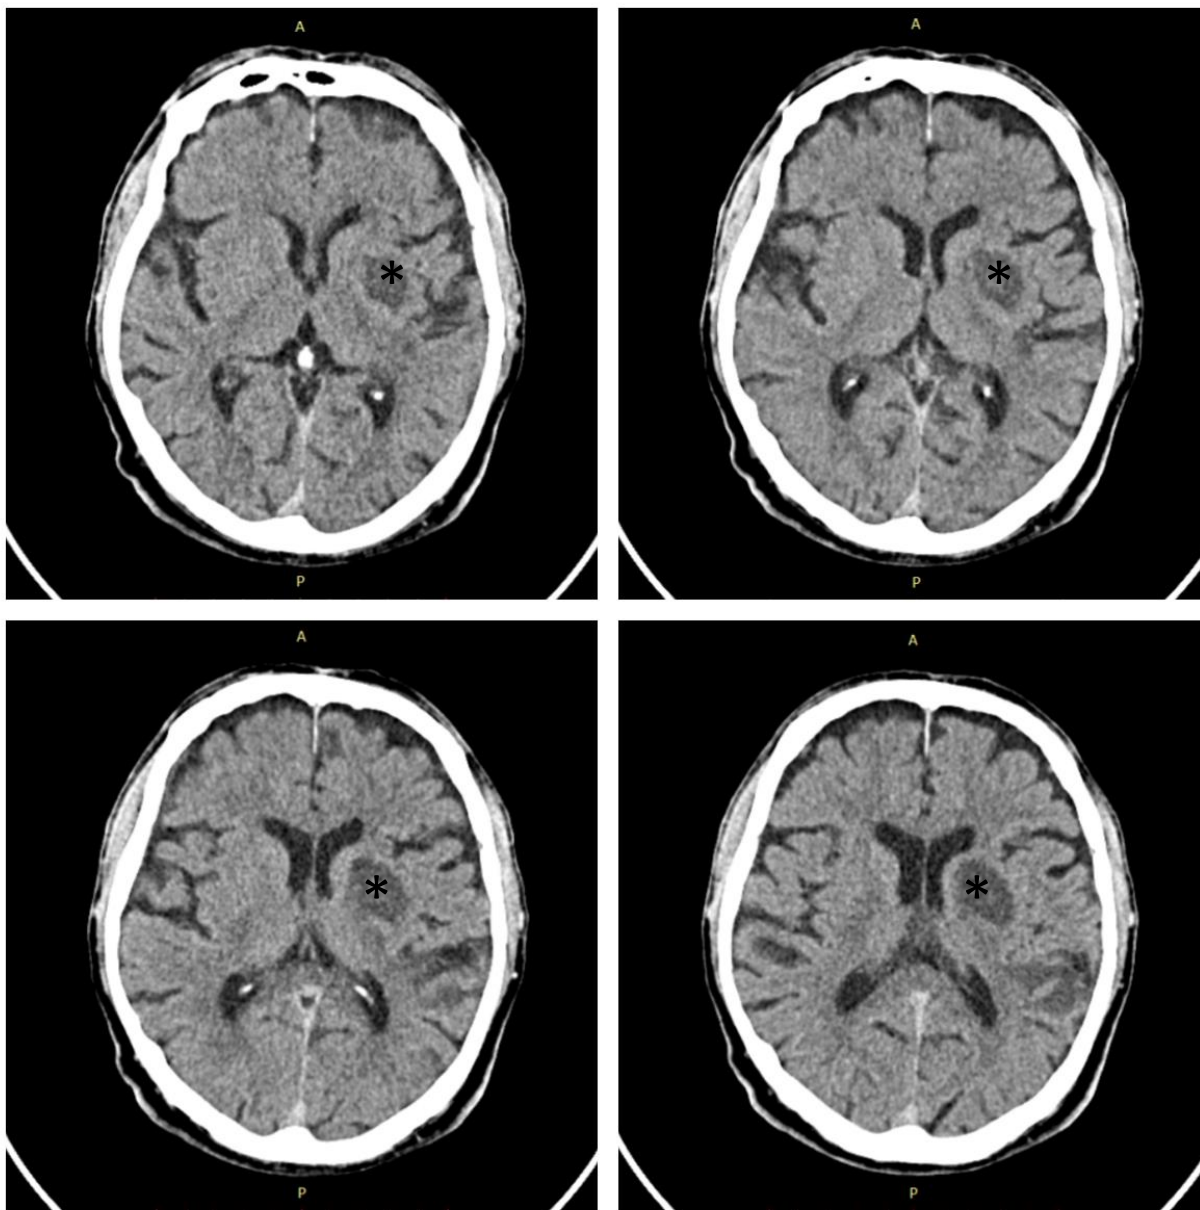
CT cerebral – secțiune axială. Se observa leziunea marcată cu *.
